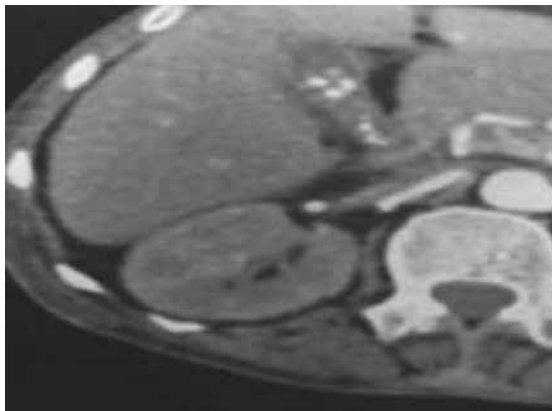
TC în diagnosticul colangitei (căi biliare dilatate, îngroșate difuz)
